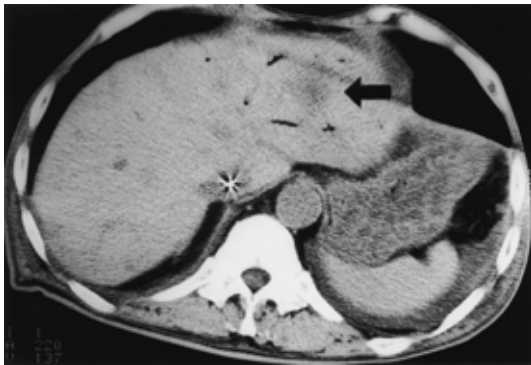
Abdominal CT scan on day 6 of hospitalization (January 20, 1999) showing multiple liver abscesses.
